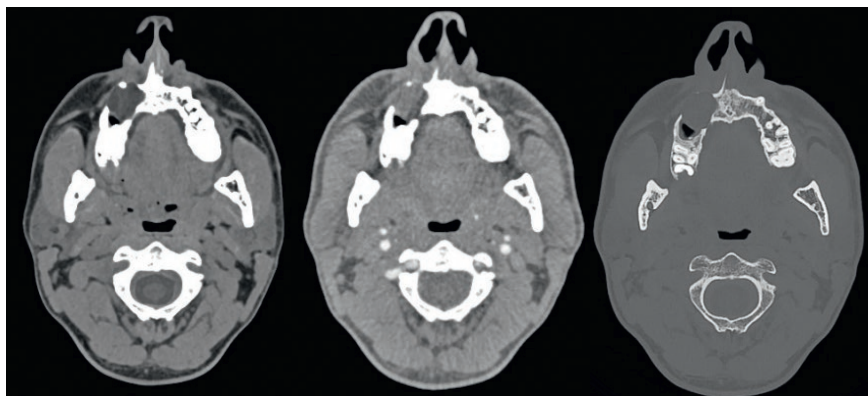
МСКТ верхней челюсти
